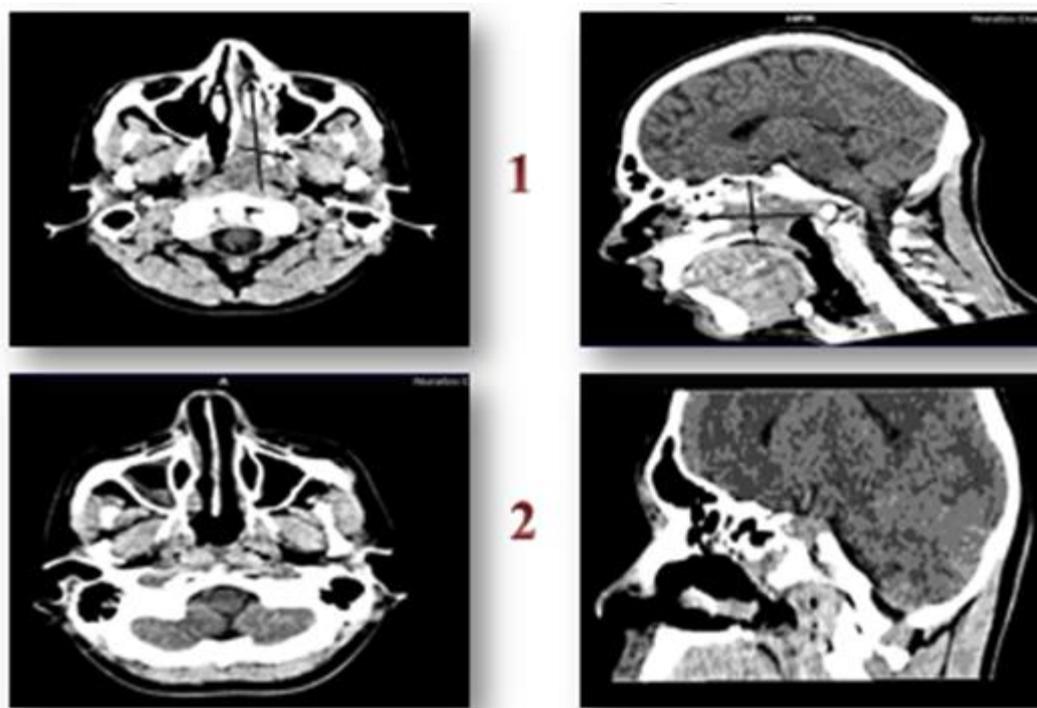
КТ полости носа и его придаточных пазух больного К., 17 лет с юношеской ангиофибромой носоглотки до 1 и после 2 операции
